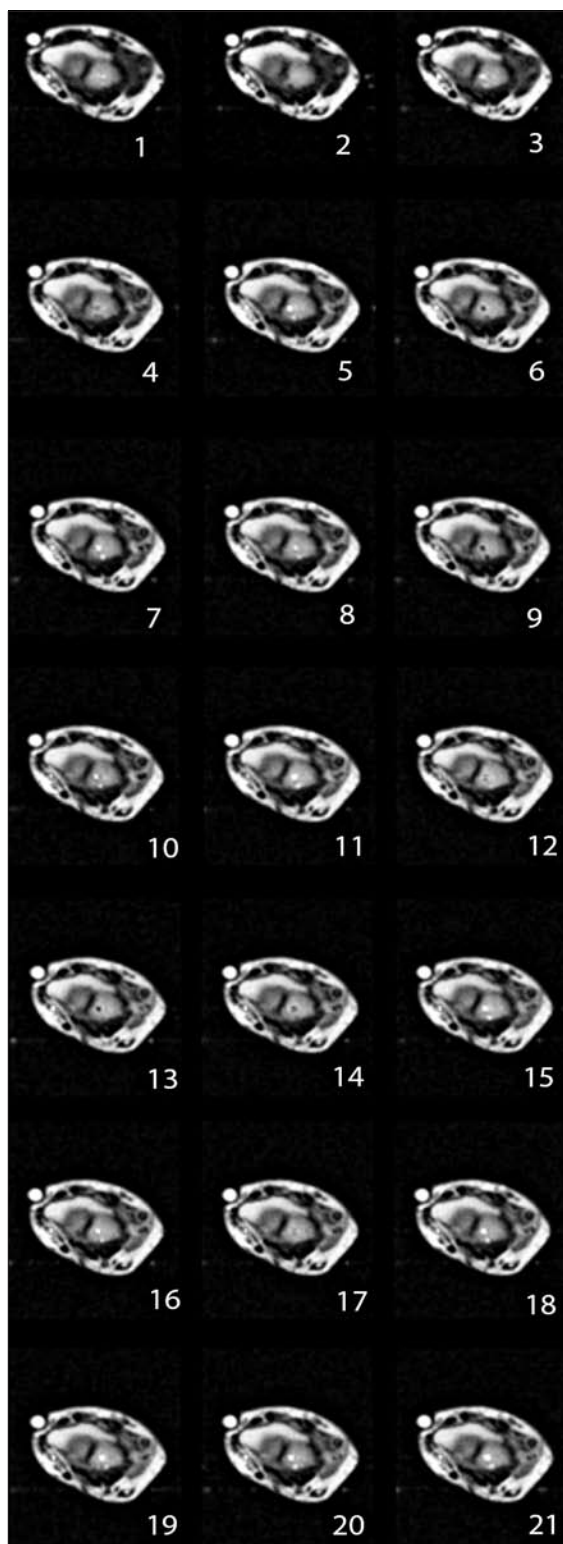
Sequenza delle 21 immagini di RM del polso ottenute prima (#1) e dopo (#2-20) l'infusione endovenosa di gadolinio. Si noti il progressivo enhancement della membrana sinoviale e delle guaine tendinee.
